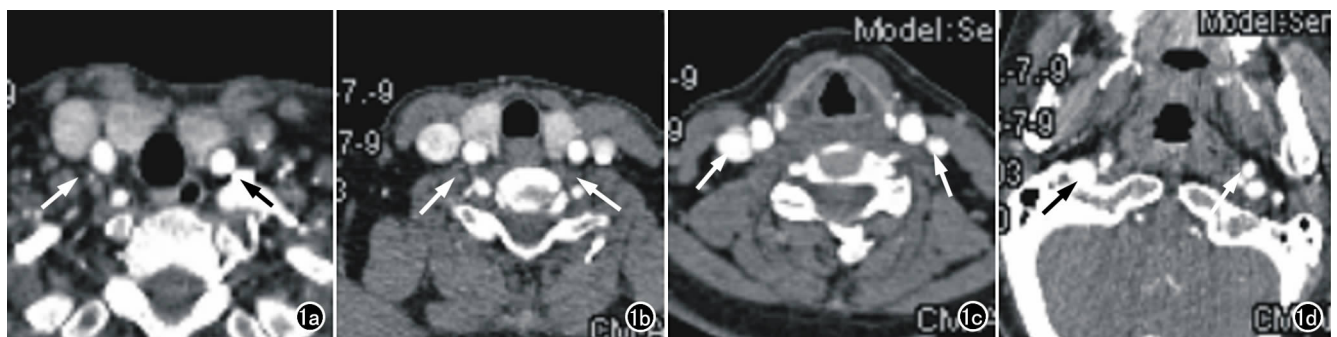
分段测量动静脉强化 CT 值的 4 点位置。a) 颈总动脉、颈静脉胸廓入口处, A 点; b) 胸廓入口处与颈动脉分叉处之中点, B 点; c) 颈总动脉分叉处, C 点; d) 颈静脉孔处, D 点。
